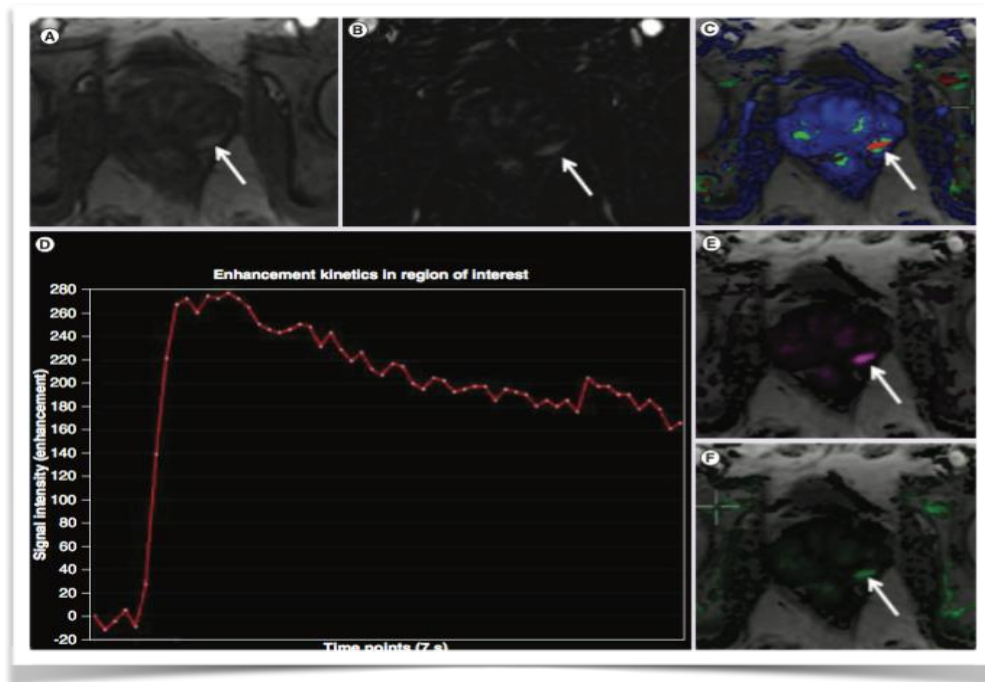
Imagen de RM de Perfusión de cáncer de próstata<sup>15</sup>
